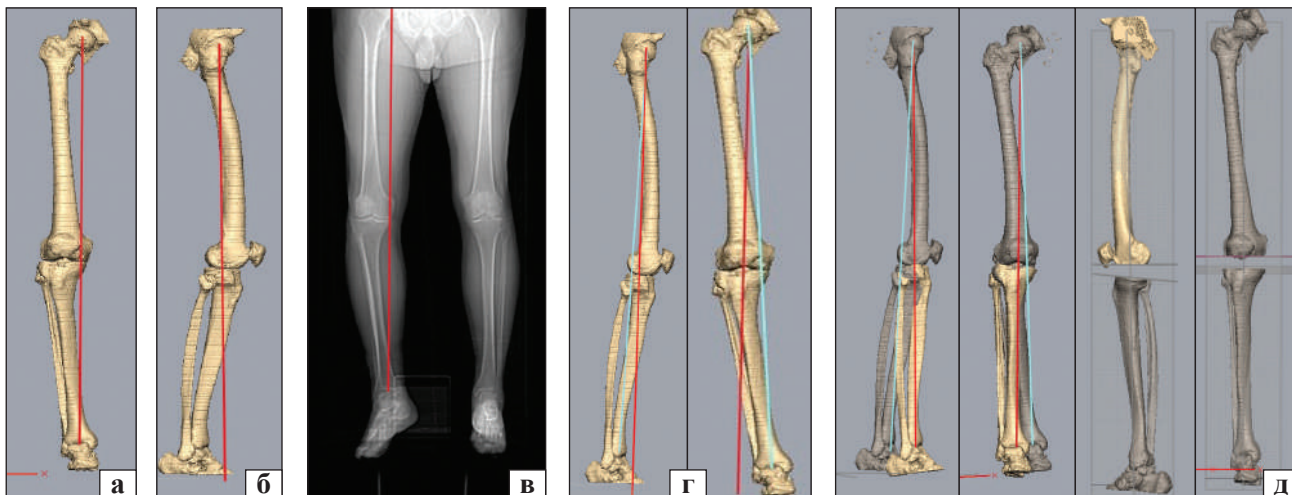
Побудова тривимірної моделі нижньої кінцівки, визначення механічної осі стегнової кістки та рівня резекції стегнової та великогомілкової кісток: модель лівої кінцівки, вигляд спереду (а) та збоку (б), рентгенограма ніг повністю (в), установка осі нижньої кінцівки по стегнової кістці (г), корекція деформації ноги до фізіологічної осі встановленням голімки у правильну позицію (д)
